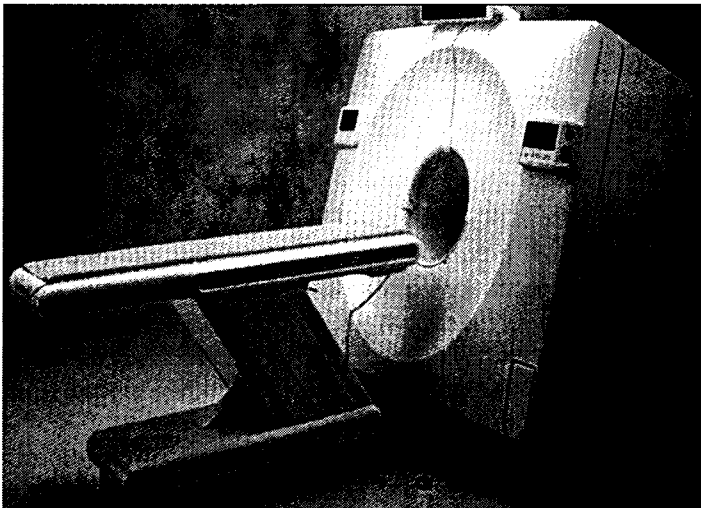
Общий вид позитронного эмиссионного томографа
